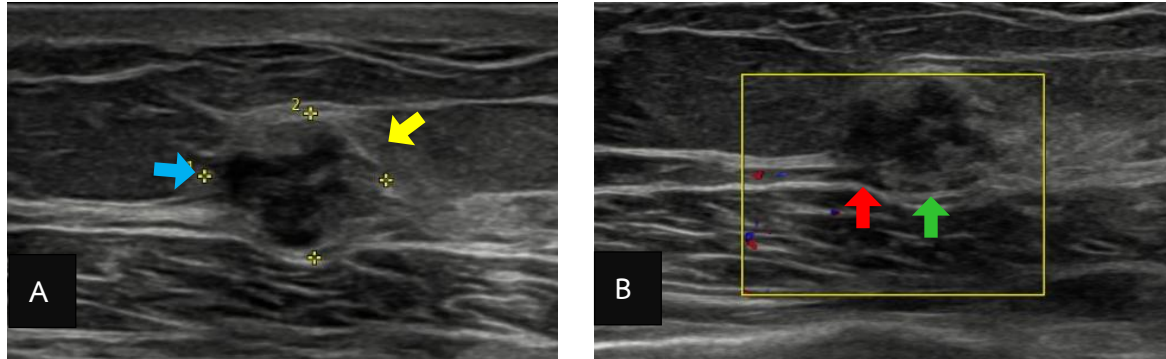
(A and B): Ultrasound images reveal an irregular shape, parallel, heterogeneous hypoechoic mass with microlobulated (blue arrow) and angular borders (yellow arrow). The lesion demonstrates a combined pattern of posterior acoustic shadowing (red arrow) and enhancement (green arrow), with no evidence of increased vascularity.
